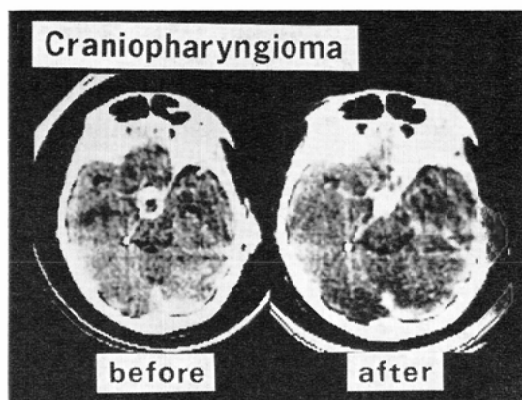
Craniopharyngioma in 22-year-old male. CT scan taken before postoperative radiation therapy shows an enhanced tumor in the suprasellar region. The center of the lesion shows low density consistent with cystic change. A metal clip is seen as high density area with artifacts. CT scan taken after irradiation (5050 rad) shows slight decrease in tumor size.
